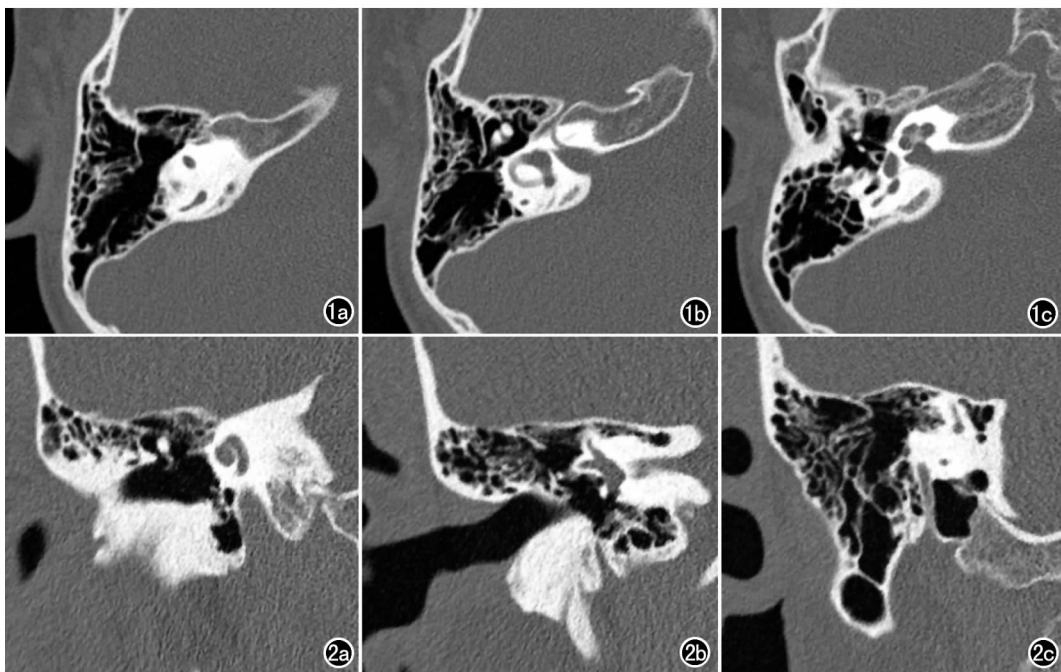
正常内耳 CT 轴位图像。a) 上半规管、总脚、后半规管、上鼓室、乳突窦入口、乳突窦; b) 水平半规管、前庭、锤砧关节、面神经迷路段和膝部; c) 耳蜗、内听道、前庭、前庭窗、镫骨、后半规管、面神经鼓室段、锥隆起、面神经隐窝。图 2 正常内耳 CT 冠状位图像。a) 耳蜗呈“,”状, 锤骨头、鼓室盖、盾板、普氏间隙、面神经膝部; b) 上半规管、水平半规管、前庭、前庭窗、面神经鼓室段(短轴切面, 呈水平半规管下方, 前庭窗上方的点状软组织密度影)、蜗窗龕、蜗窗、内耳道横嵴、内耳道; c) 上半规管、总脚、后半规管、面神经垂直段(乳突段)。
